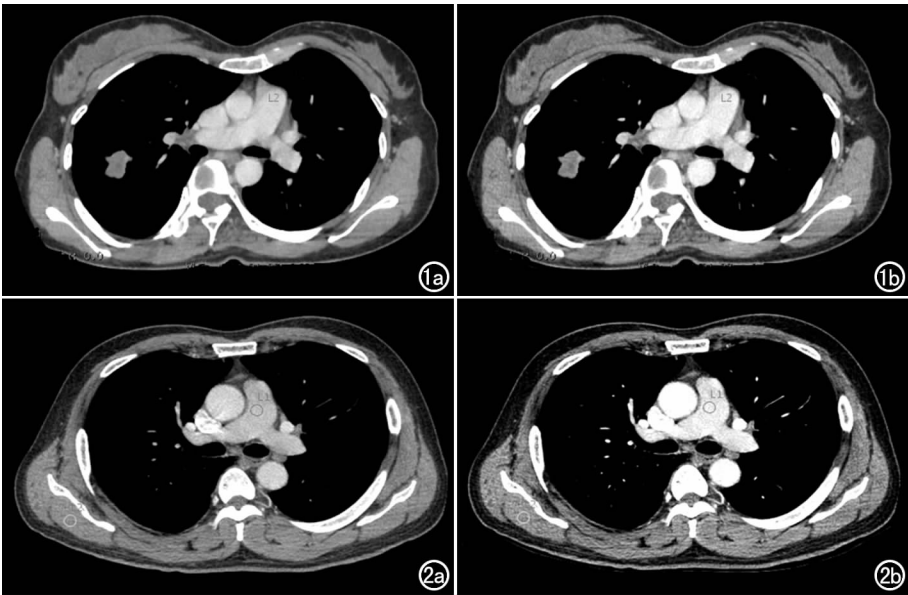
患者,女,32 岁。a) 70 keV 的单能量图像。肺动脉干初始 CT 值 149.24 HU,肌肉初始 CT 值 65.40 HU,SD 值 6.52 HU,SNR 17.00,CNR 9.55,主观评分 3 分,图像增强效果较差;b) 调整为 63 keV 的单能量图像。肺动脉干 CT 值 206.34 HU,肌肉 CT 值 69.99 HU,SD 值 10.65 HU,SNR 18.70,CNR 12.77,主观评分 4 分,肺动脉增强效果改善,且 SD 值在可接受范围内,不影响诊断,图像质量得以提高。图 2 患者,男,68 岁。a) 70 keV 的单能量图像。肺动脉干初始 CT 值 120.03 HU,肌肉初始 CT 值 57.93 HU,SD 值 11.11 HU,SNR 16.08,CNR 8.32,主观评分 3 分,图像增强效果差;b) 调整为 57 keV 的单能量图像。肺动脉干 CT 值 206.77 HU,肌肉 CT 值 59.56 HU,SD 值 15.84 HU,SNR 15.39,CNR 11.08,主观评分 2 分,虽然肺动脉增强效果得以改善,但图像 SD 值较大,纵隔窗图像细节丢失,纵隔内淋巴结显示效果较差,影响诊断。
